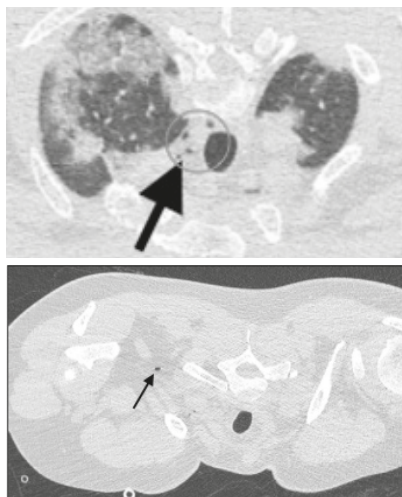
Arriba: detalles de la tomografía computarizada de tórax. Leve neumomediastino (círculo). Extensas opacidades parenquimatosas de relleno alveolar, compatibles con neumopatía COVID-19 conocida. Abajo: leve enfisema supraclavicular derecho (flecha).
